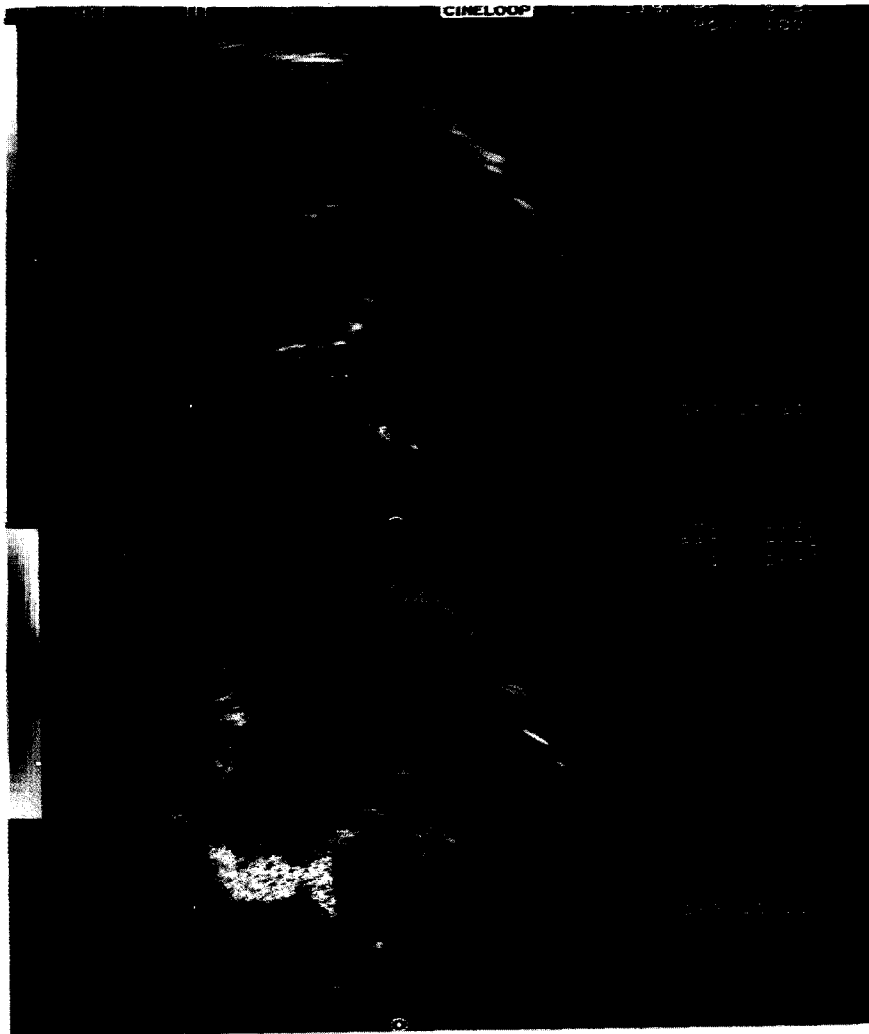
Ecocardiograma transesofágico intraoperatorio donde se evidencia una cavidad aneurismática en la región de la fibrosa intervalvular mitroaórtica en una paciente previamente sometida a reemplazo valvular aórtico por endocarditis aguda. A - Se observa la cavidad aneurismática (c) y una comunicación de la misma con aurícula izquierda (flechas). B - Con Doppler color el pasaje de flujo a través de la fístula. AI: aurícula izquierda. VI: ventrículo izquierdo. VM: válvula mitral.
